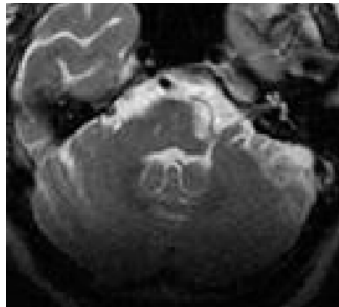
Coupe axiale d'une acquisition cérébrale par RMN en séquences T2. Hyposignal des noyaux dentelés (99).
